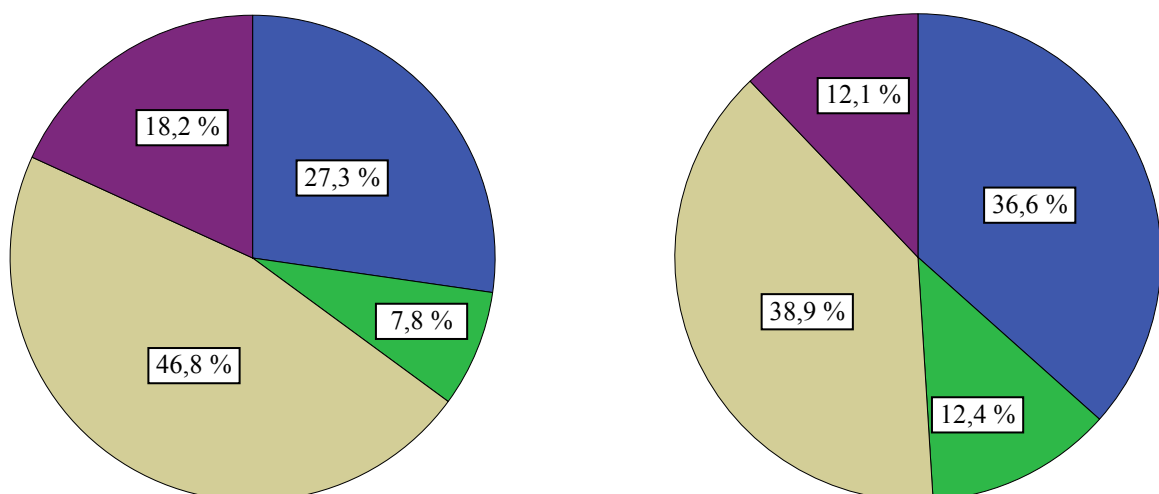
Vergleich der TK-Blutgruppen, die an Patienten der AB0-Blutgruppe B verabreicht wurden: Bei einmaliger Transfusion (links) und mehrmaliger Transfusion (rechts). A = grün, B = braun, 0 = blau, AB = violett
